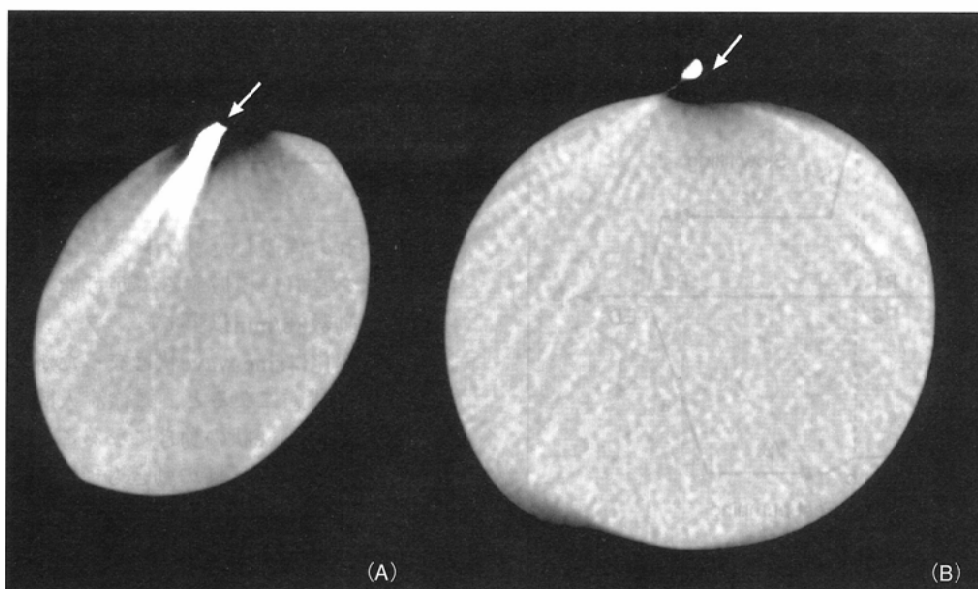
CT images of the water containing phantom with the calcification model (→) using segmentation reconstruction.
